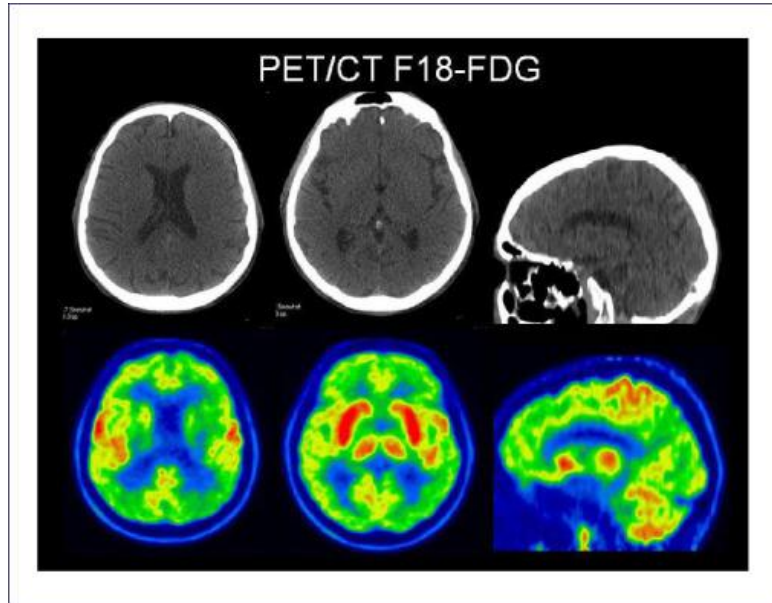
PET/CT en un paciente con EA (Rojas C. et al., 2016)
